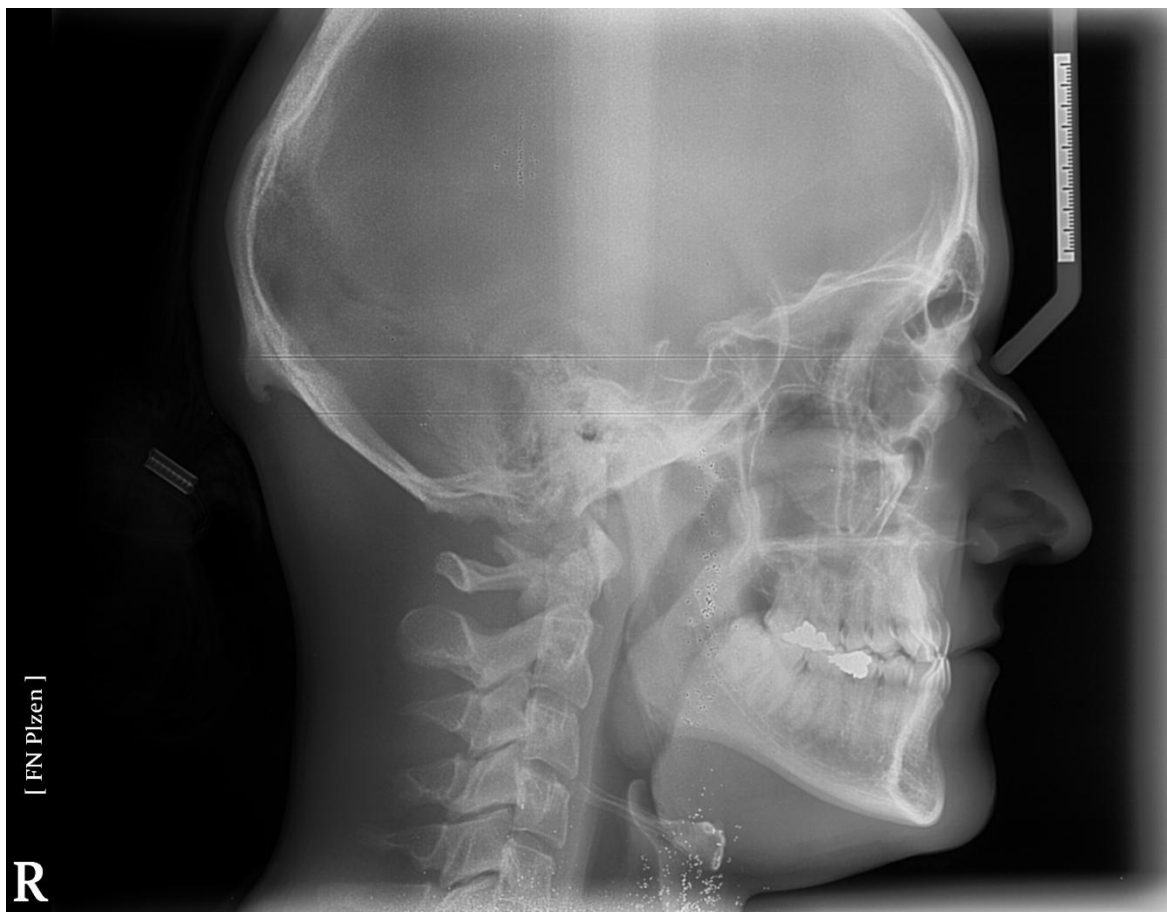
RTG snímek z OPG (rok 2014)
